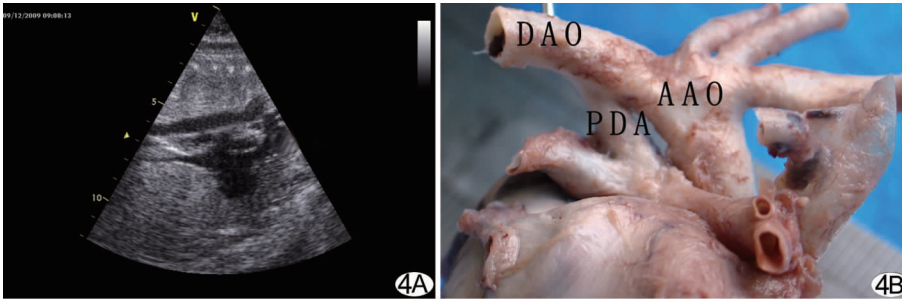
孕 31 周胎儿主动脉弓长轴切面超声图(A)和引产后尸体标本主动脉弓及动脉导管解剖图(B) (DAO:降主动脉;AAO:主动脉弓;PDA:动脉导管)
